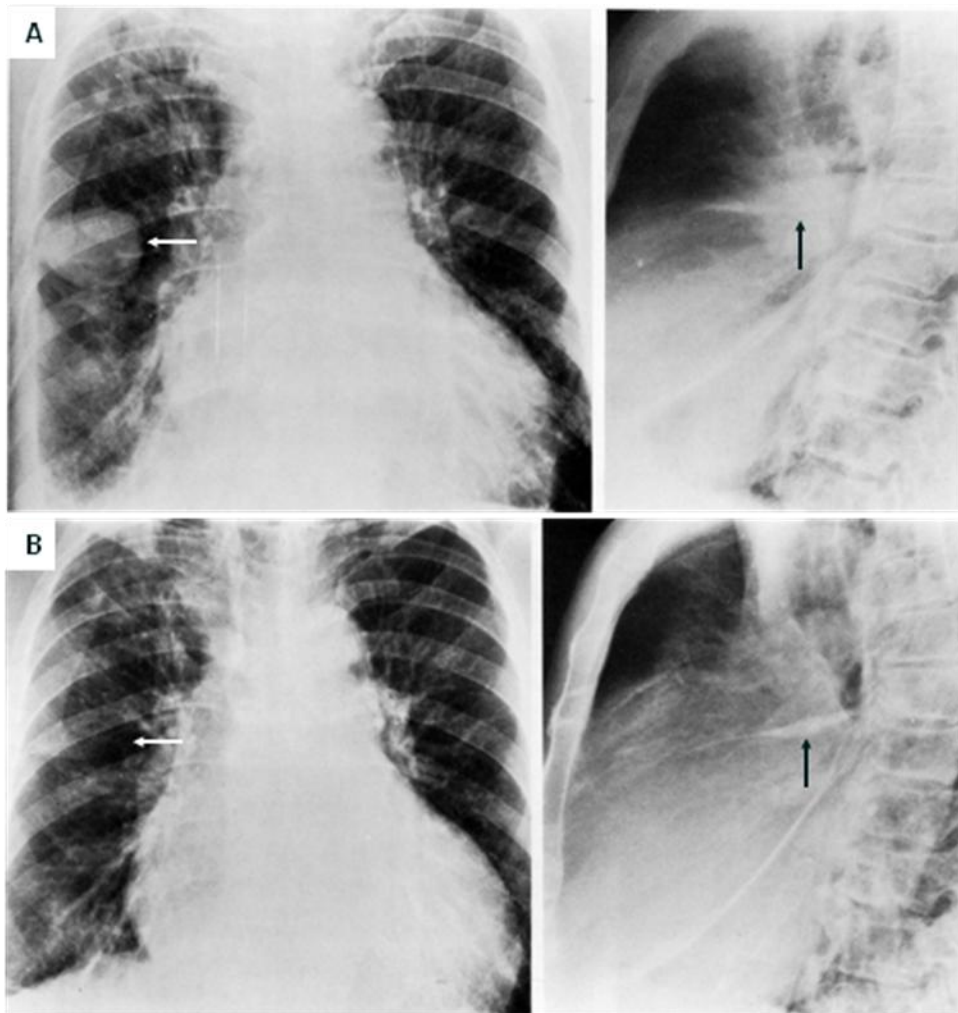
114. A. Radiografía frontal y lateral de tórax de un paciente con insuficiencia cardiaca congestiva, hay una densidad elíptica en la porción media del pulmón derecho con aspecto de masa (flechas) y derrame pleural asociado con signos de congestión vascular. B. Mismo paciente tras la corrección de la alteración hemodinámica, el derrame pleural y la congestión vascular han disminuido al igual que la "masa".
